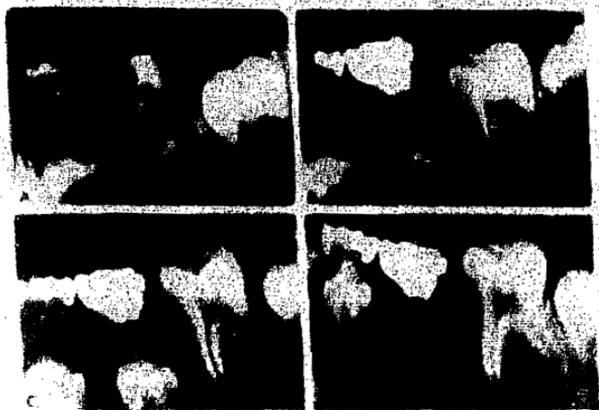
A, Radiografía preoperatoria de un niño de 4 años y medio de edad, antes de la pulpotomía de formocresol del segundo molar temporario. B, Un año después de la pulpotomía. C, Tres años después de la pulpotomía. D, Cinco años después de la pulpotomía.
